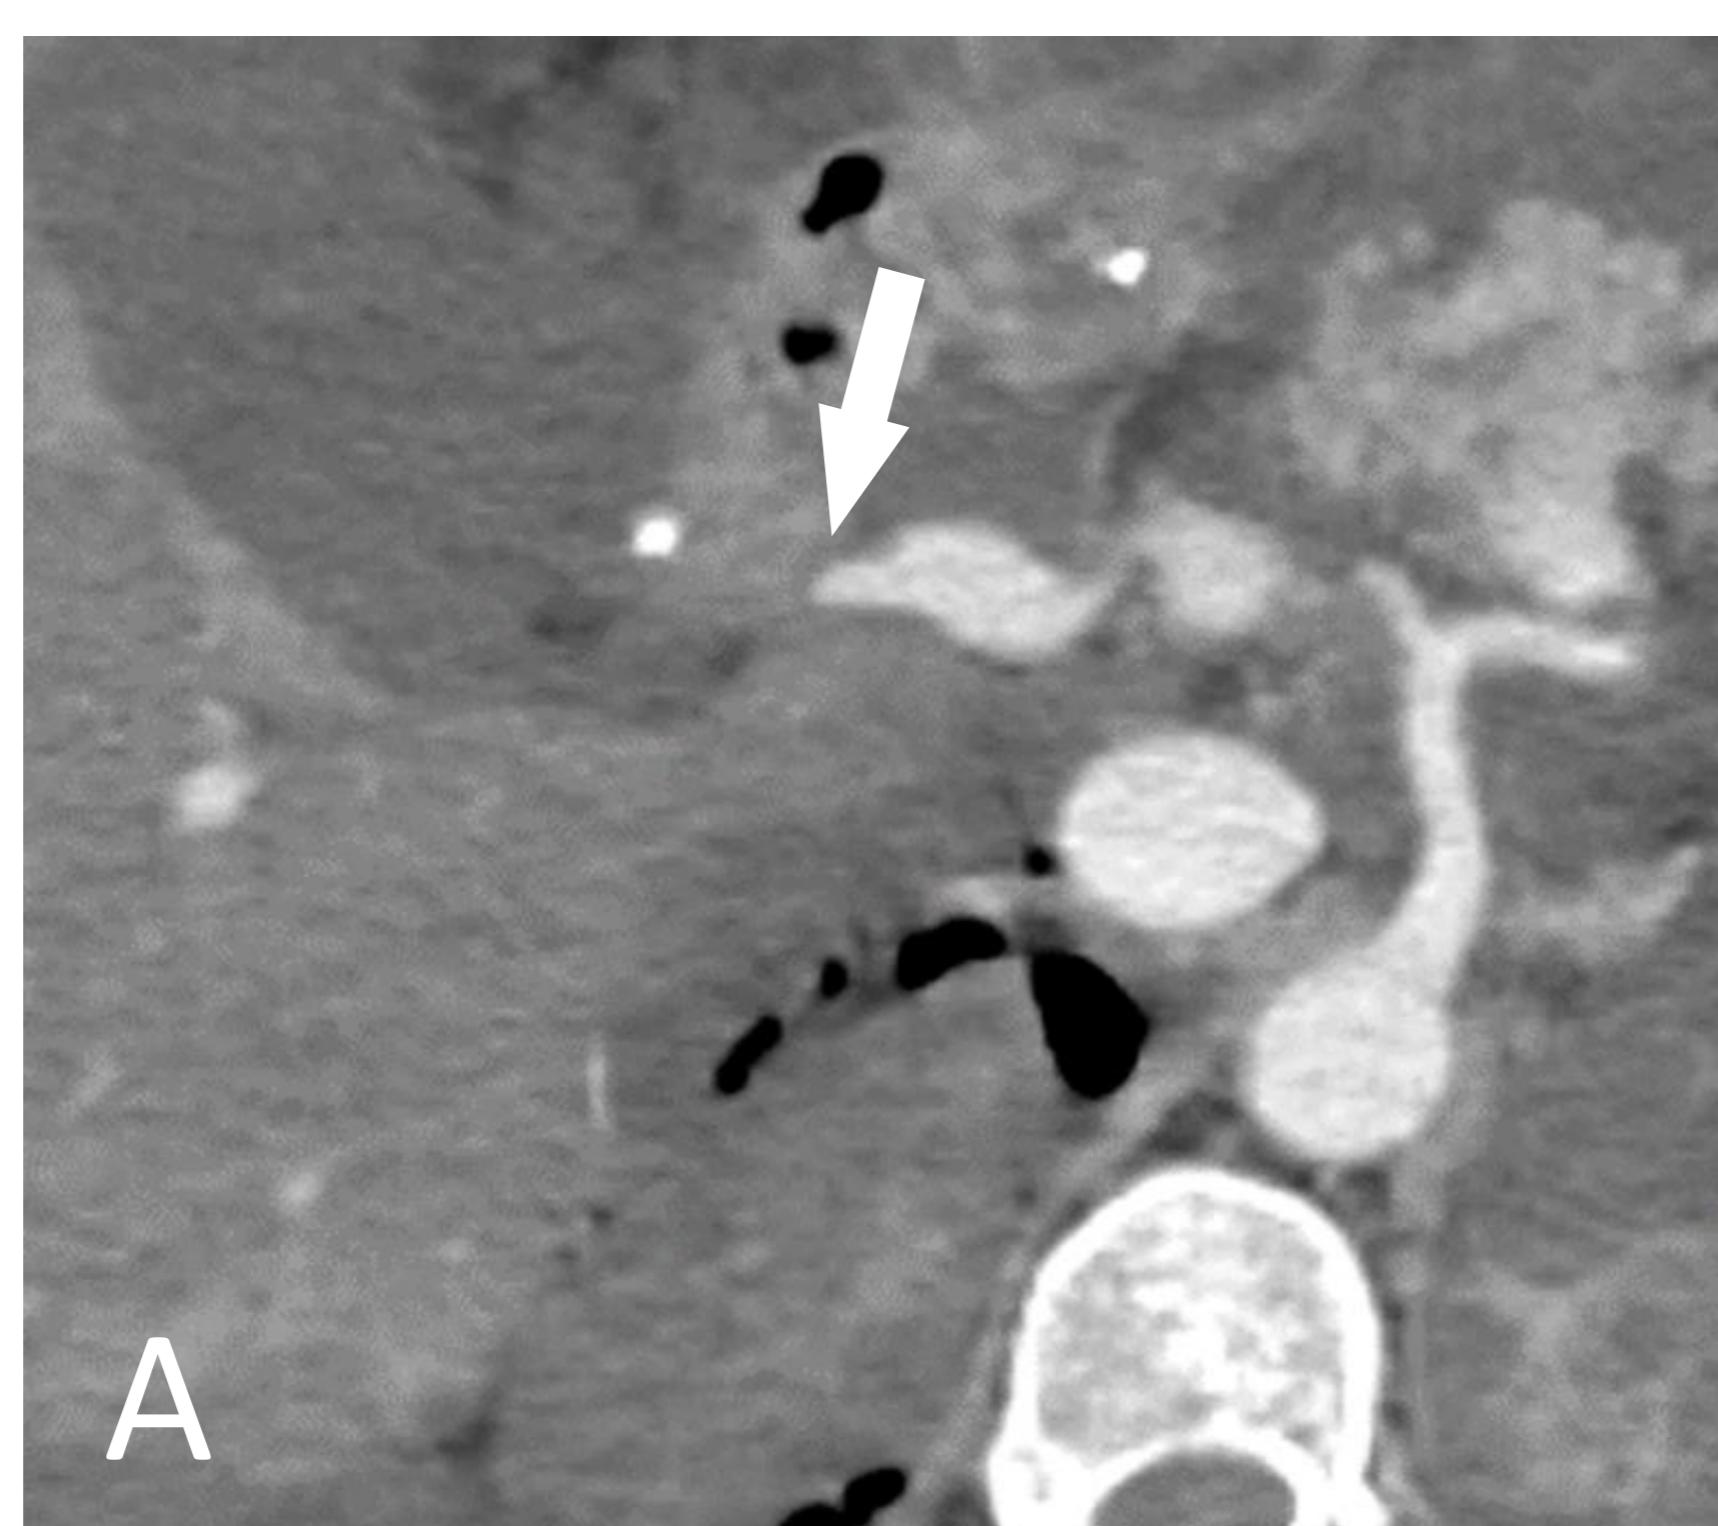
Estenosis portal en TC con contraste IV, corte axial (A) y reconstrucción coronal (B)
